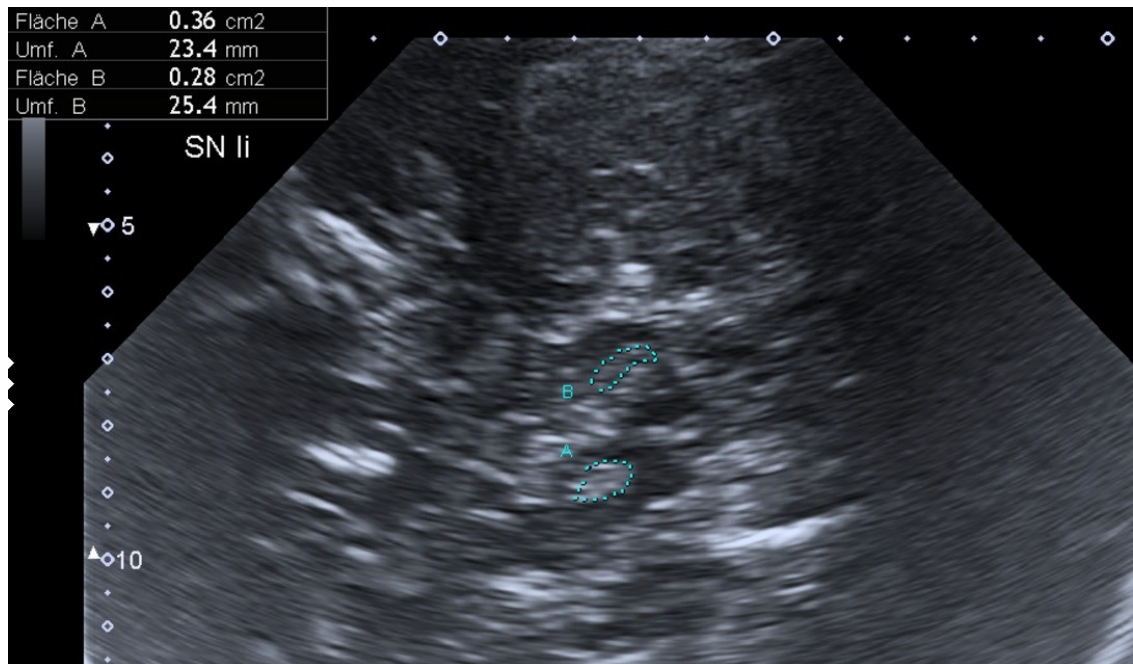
Darstellung einer transkranialen Sonographie des Mittelhirns mit hyperechogener Substantia nigra beidseits. Der mesencephale Hirnstamm ist als schmetterlingsartige Struktur zu erkennen. Das hyperechogene Substantia nigra-Areal wurde mittels Cursor umfahren und die eingegrenzte Fläche anschließend planimetrisch berechnet.
